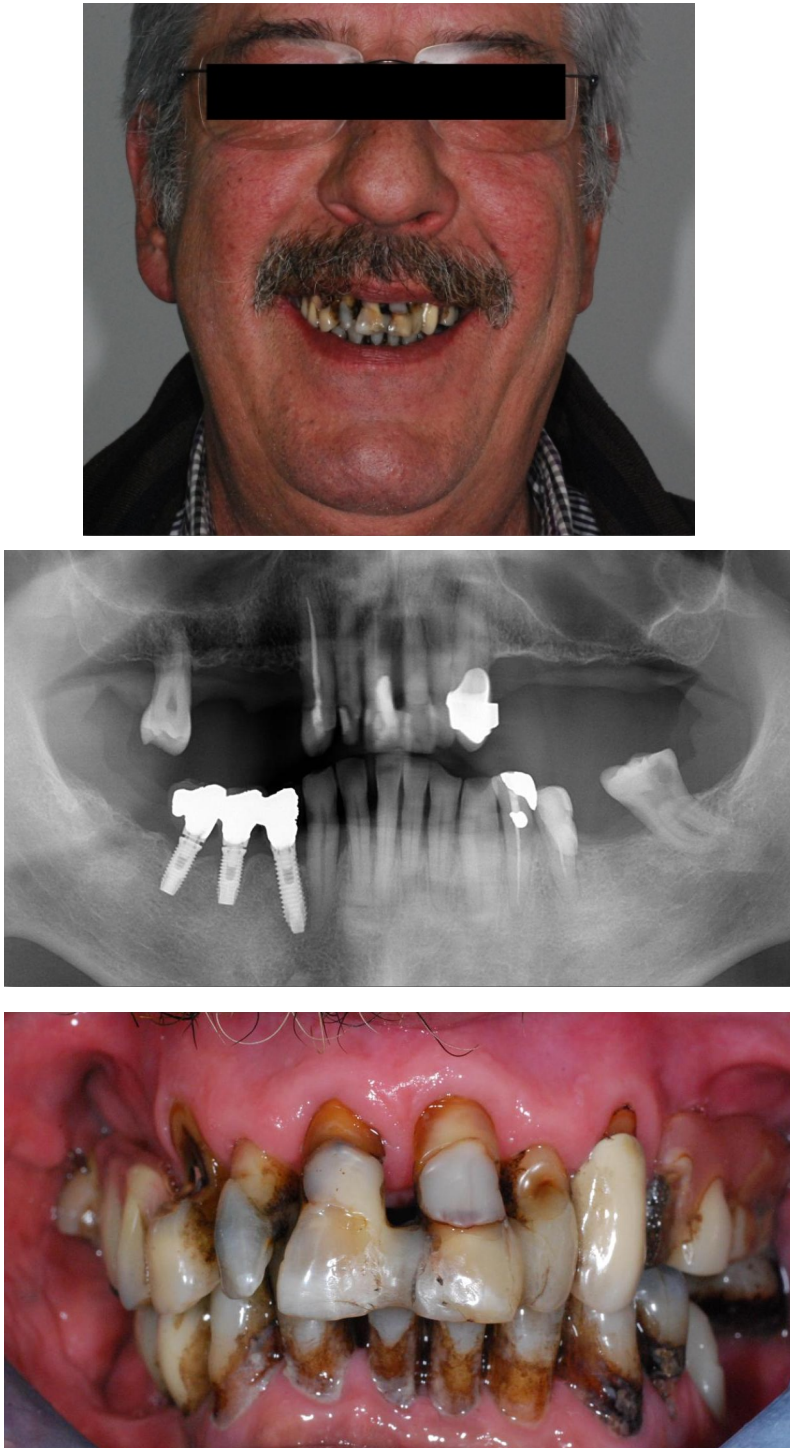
Case report: fotografie pre-operatorie. Viso del paziente (alto), radiografia OPT pre-operatoria (centro) e foto intraorale arcate dentarie (sotto).
